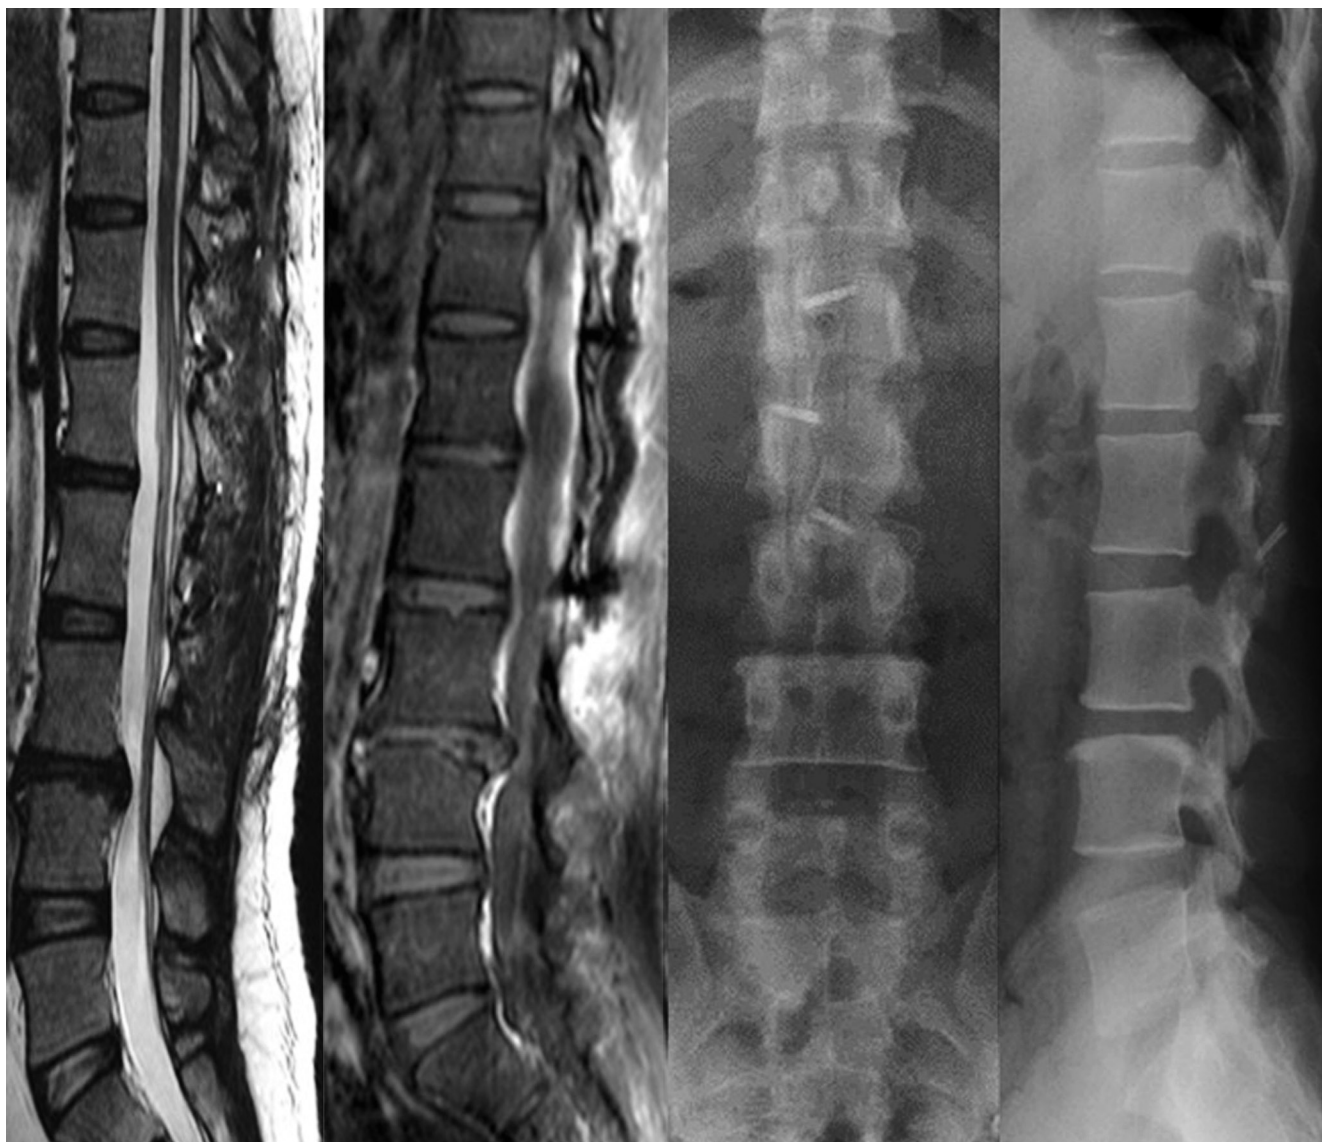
Postoperative MRI (T2,T1 image) and X-ray shows complete removal of cyst. Postoperative 3months later after recapping laminoplasty shows complete union at the osteotomy and shows no instability.
